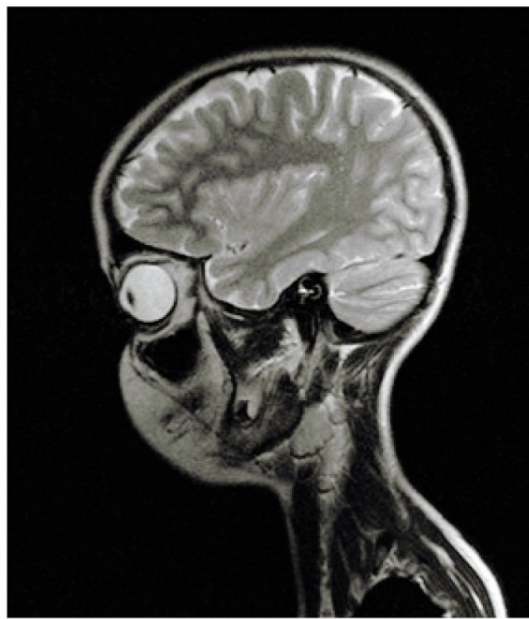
RM cranio e orbite. Lato non affetto
